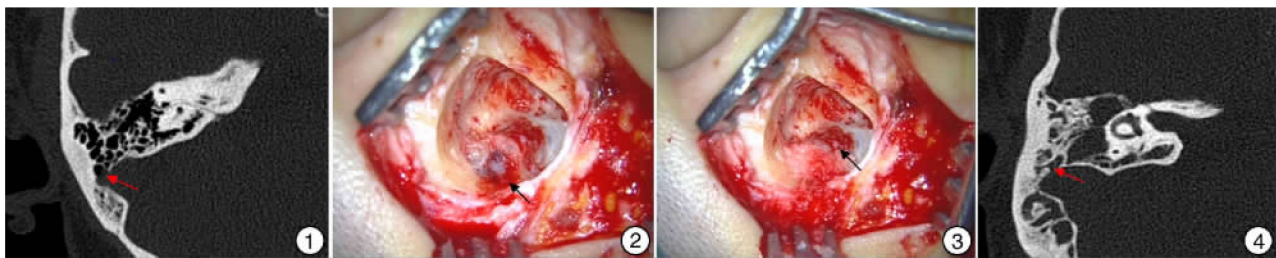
例 1 患者颞骨高分辨 CT 双侧乳突气化好,右侧乙状窦前壁近颅板处见骨质缺损(红色箭头所示); 图 2 例 1 患者术中所示 右乙状窦、窦脑膜角处骨质缺损形成憩室(黑色箭头所示); 图 3 例 1 患者术中处理 手术予以憩室表面填塞骨粉,骨蜡固定,重建乙状窦外侧壁(黑色箭头所示); 图 4 例 2 患者颞骨高分辨 CT 右侧乙状窦表面骨质缺损,乙状窦软组织疝入乳突气房(红色箭头所示)。
